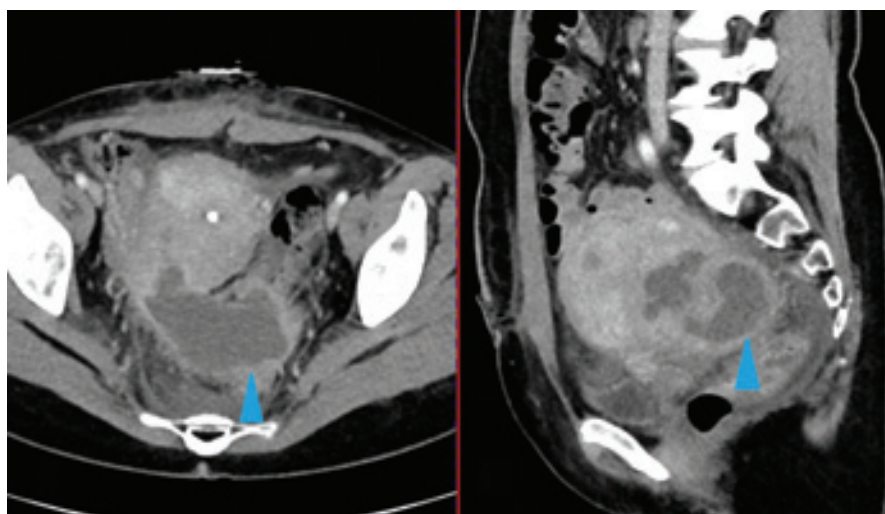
32letá pacientka se známou Crohnovou nemocí, přichází s bolestí v podbříšku. Na CT je patrná objemná KT v pánvi (modrá šipka), která byla obklopena tenkými kličkami, na nichž byly přítomny skip léze typické pro idiopatický střevní zánět (červená šipka).
